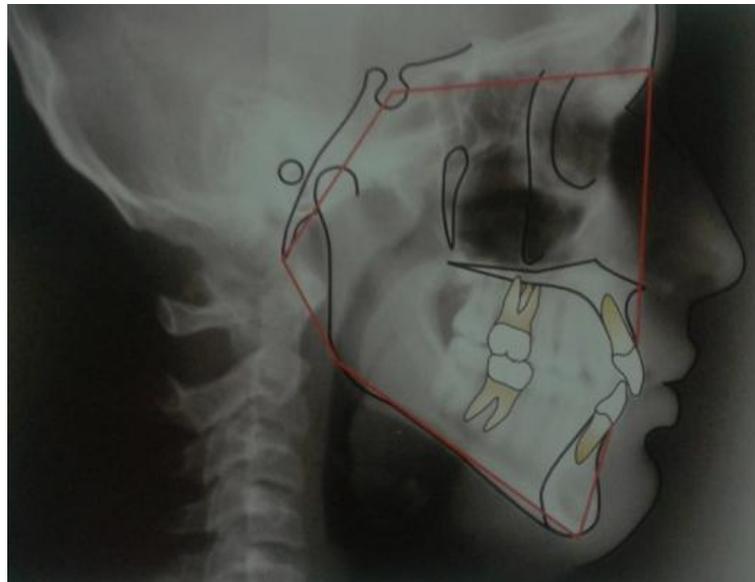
Radiografía Cefálica, trazado cefalométrico (Polígono facial de Helman)
